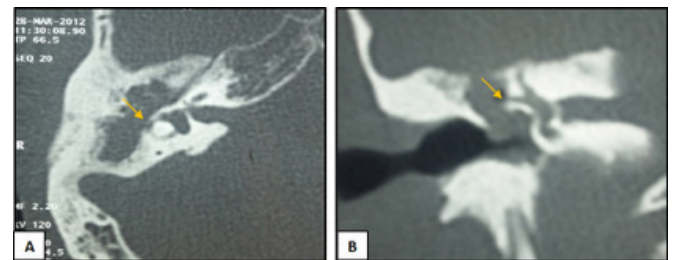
TDM en coupe axiale (A) et coronale (B) : Fistule du canal semi circulaire latéral droit (flèches jaunes).
